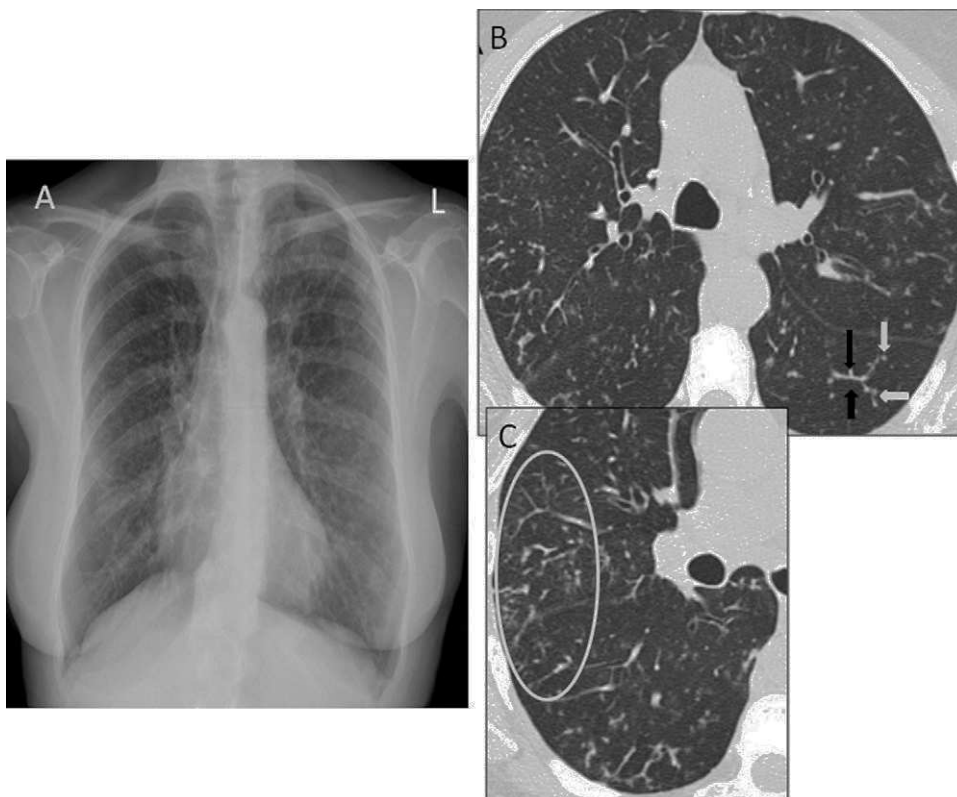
A) La radiografía de tórax posteroanterior presenta un patrón intersticial micronodular bilateral y difuso. B) Las imágenes de la TACAR torácica muestran patrón en *tree-in-bud*, consistente en estructuras ramificadas (flechas negras) y brotes (flechas blancas). C) Visión más amplia con abundantes brotes periféricos (C: círculo).
